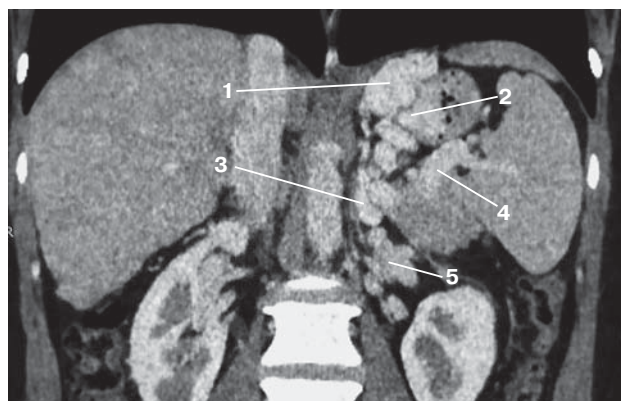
КТ-ангиограмма. Спонтанный ГРШ. 1 — экстрагастральные вены, 2 — интрамуральные вены, 3 — гастро-рентальный шунт, 4 — селезеночная вена, 5 — левая почечная вена.
